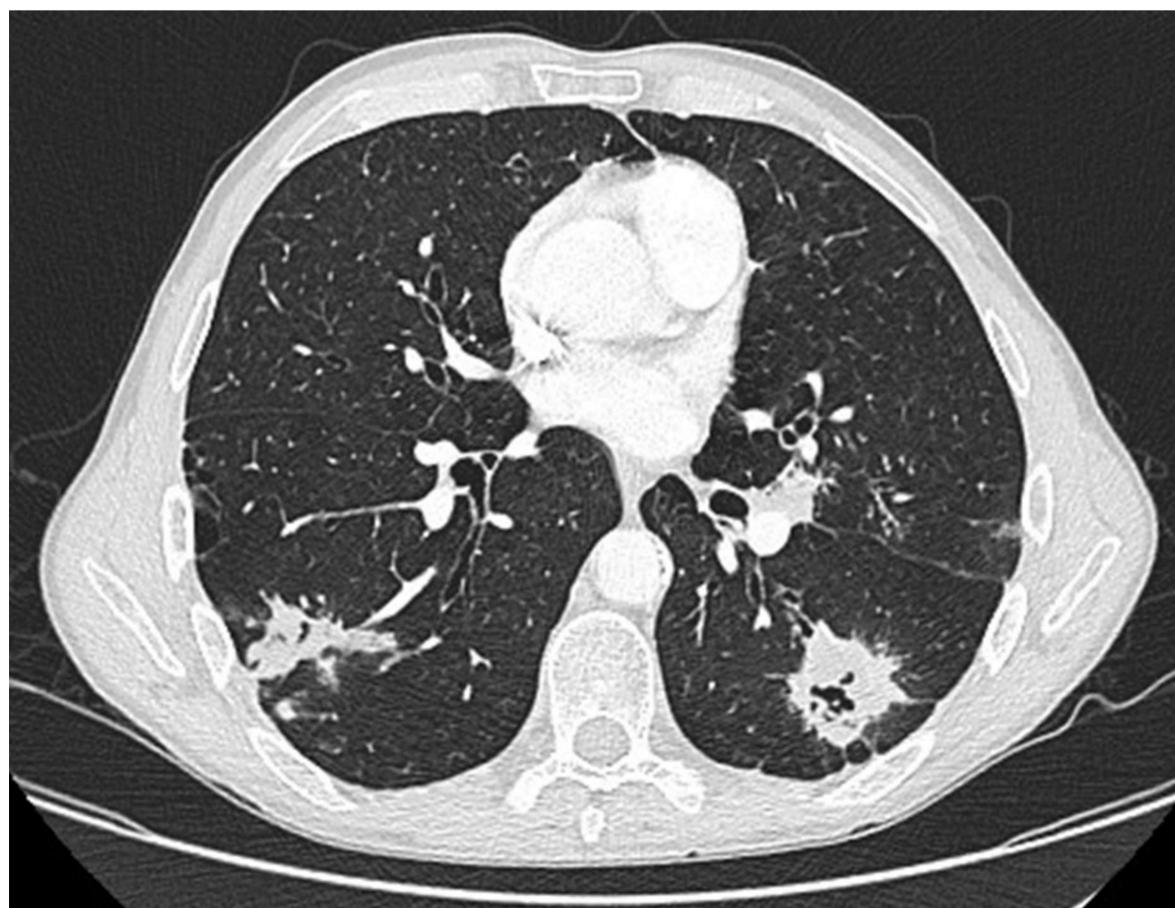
corte axial de TC en el que se observan dos cavitaciones en los lóbulos inferiores de ambos hemitórax. También se visualiza una pequeña cavidad subpleural en el lóbulo inferior derecho, de paredes finas que corresponde a un quiste pulmonar.
